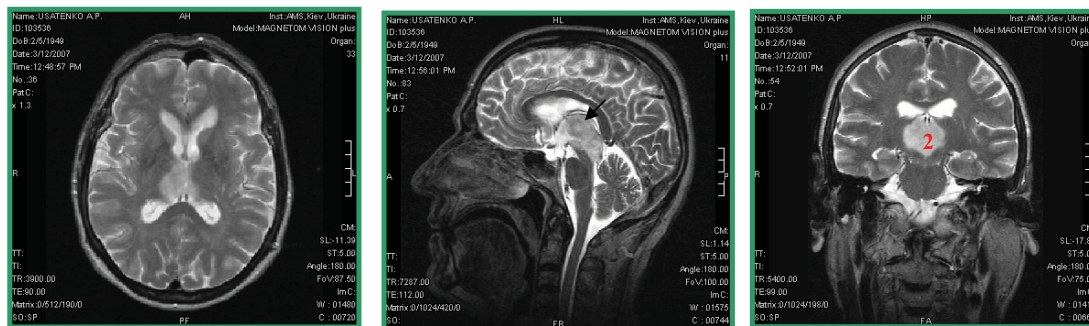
RMN cerebrală efectuată la 6 luni postoperator. Săgeata neagră înseamnă tumoră de tect cerebral. (1) – ventricolii laterali, (2) – tumora infiltrativă de tect.
